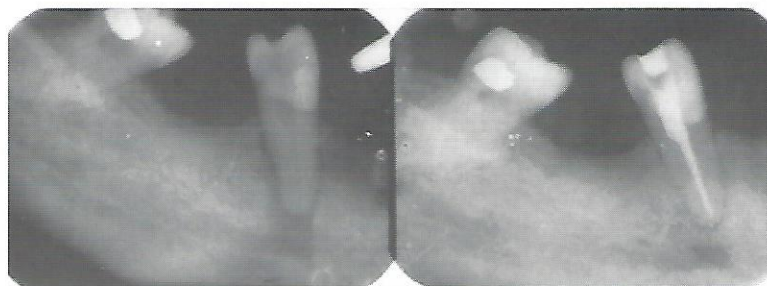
Rx inicial do dente 45 com lesão periapical e Rx 6 meses após TER.
